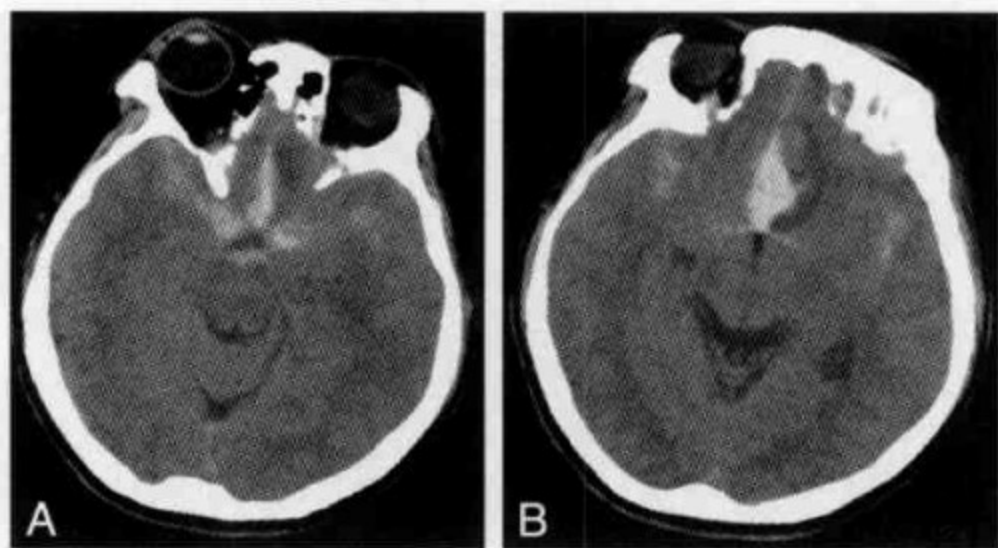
CT 平扫(A,B)鞍上池、双侧侧裂池、前纵裂池可见高密度影,前纵裂内形成血肿,考虑为前交通动脉瘤破裂出血。DSA 证实为前交通动脉瘤
